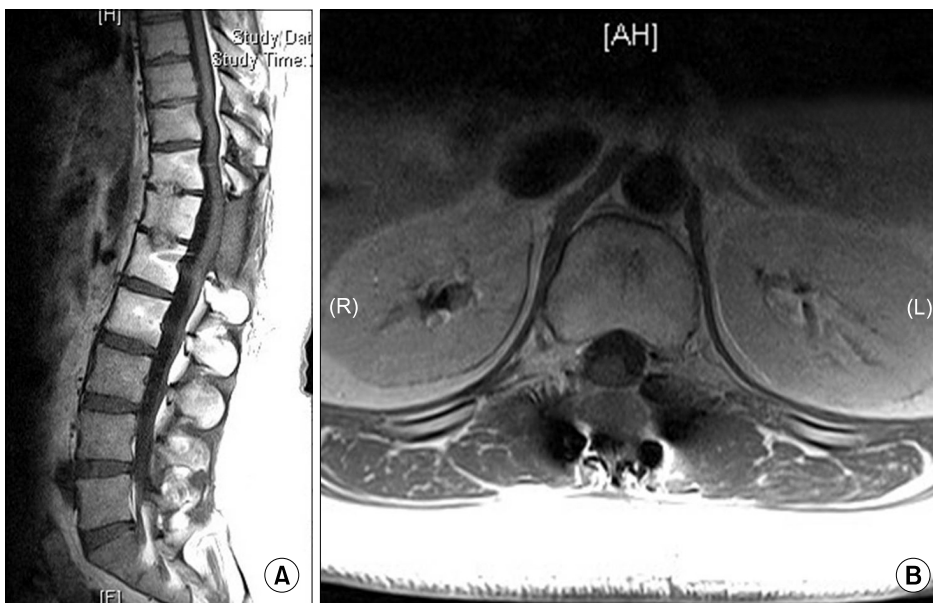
(A) At the 1 year follow-up, a T1-weighted sagittal MRI scan demonstrates no evidence of tumor recurrence. (B) The T1-weighted MRI scan with gadolinium enhancement shows no residual tumor.
